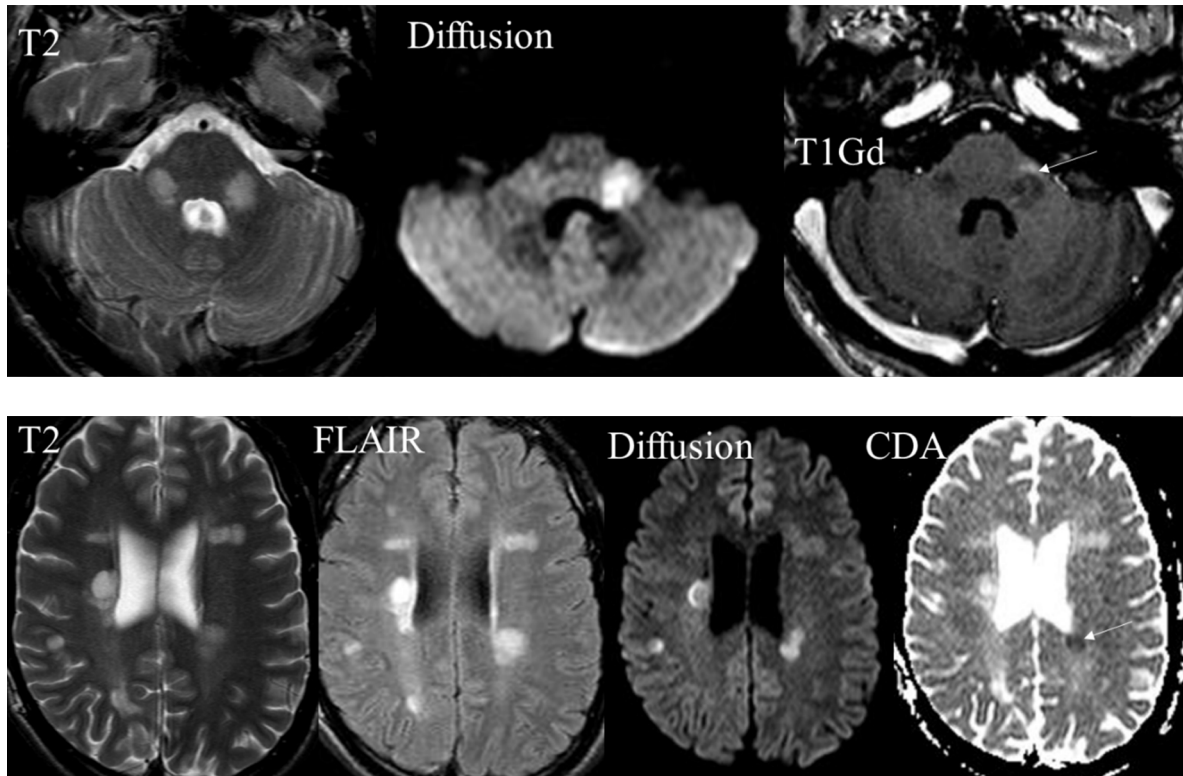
Jeune patiente suivie pour une SEP rémittente, présentant une ataxie. À l'étage infratentorial, présence de lésions démyélinisantes au niveau des pédoncules cérébelleux moyens, dont une en hypersignal en diffusion avec également un rehaussement sur la séquence T1 post-injection (flèche) témoin du caractère actif de la lésion gauche à la différence de celle localisée au niveau du pédoncule cérébelleux moyen droit. À l'étage supra-tentorial, une douzaine de lésions sont identifiées en T2/FLAIR. Quatre sont en hypersignal net en diffusion et une présente une restriction du coefficient de diffusion apparent (flèche), probablement en relation avec une hyper-cellularité focale.
